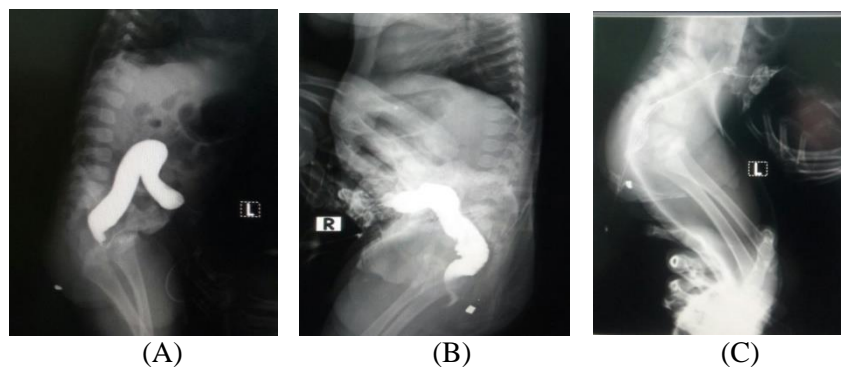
Hasil Radiograf Proyeksi AP
